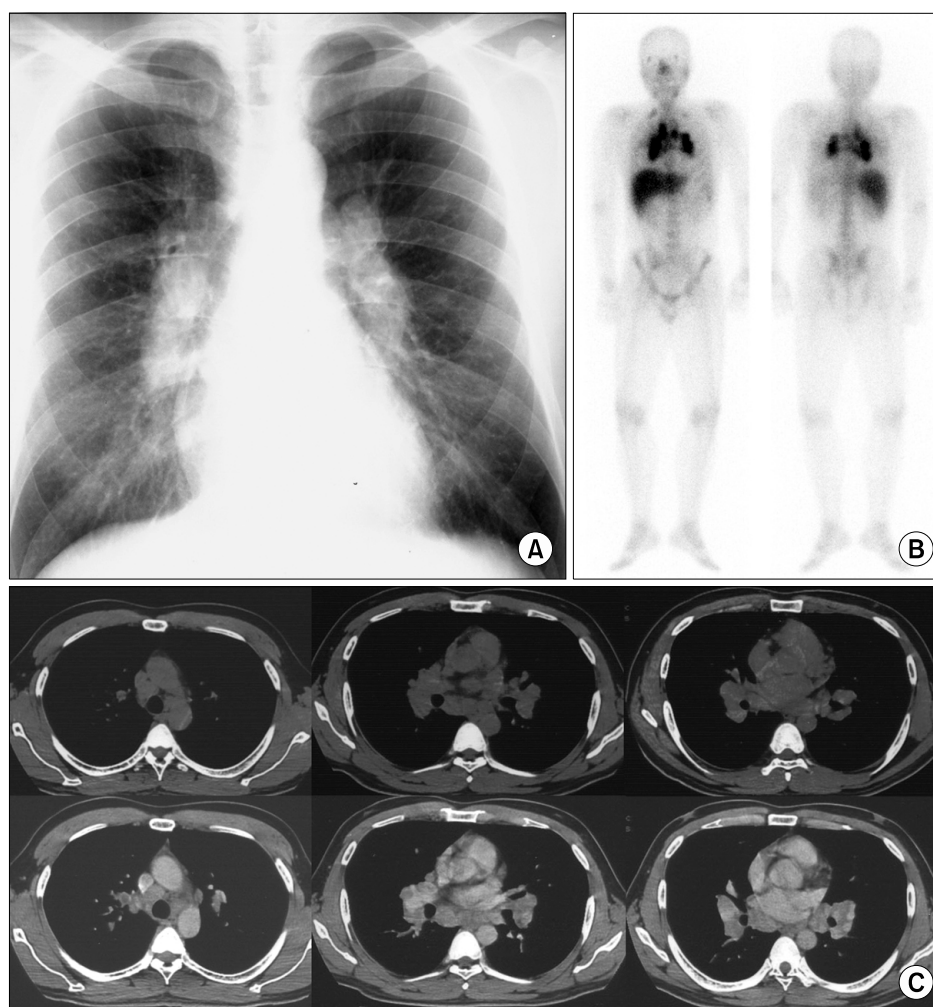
Sarcoidosis in a 32-year-old man with the lambda sign at ^{67}Ga imaging. (A) A Chest radiograph shows both hilar enlargement. (B) Whole body ^{67}Ga imaging shows increased tracer uptake in bilateral hilar and right paratracheal (lambda sign) and bilateral supraclavicular lymph nodes. (C) CT images (upper, pre-enhancement; lower, post-enhancement) show multiple mediastinal lymphadenopathies with lower attenuation and mild enhancement. CT: computed tomography.
